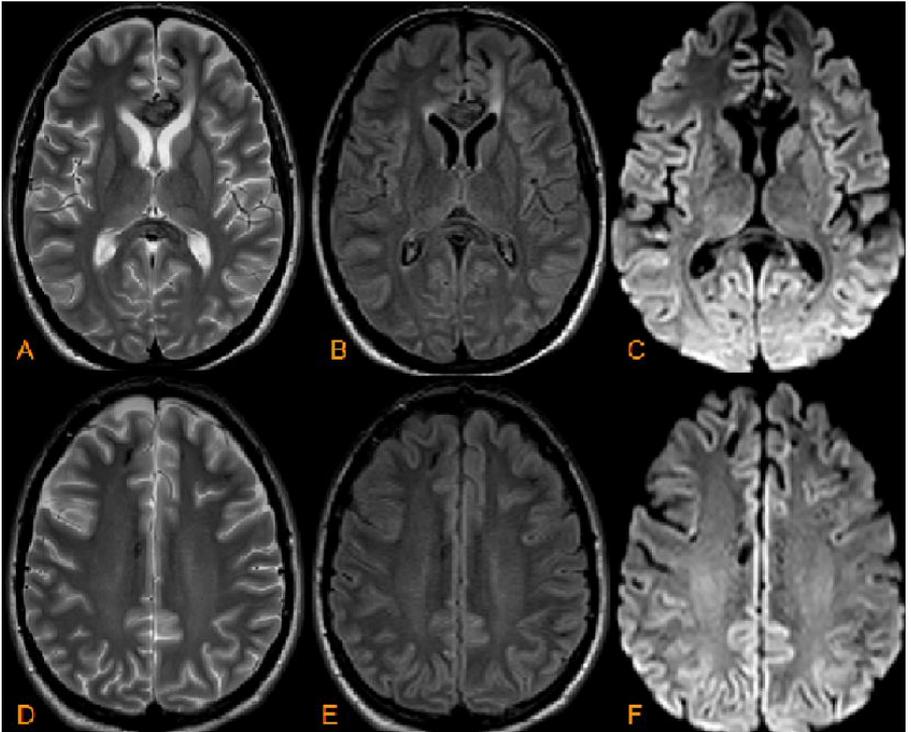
Cortes axiales de secuencias T2( A y D); secuencia Flair ( B y E) y secuencias DWI ( C y F): Donde no se evidencian lesiones en un paciente masculino de 23 años.
